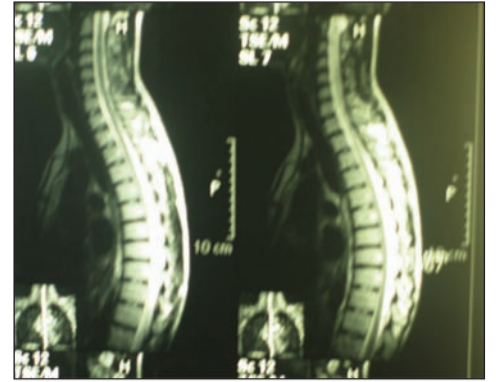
МРТ грудного відділу хребта хворої О. Протокол МРТ-обстеження грудного відділу: субхондральні дегенеративні зміни тіл Th 6-9 і протрузія Th 8-9 до 2,1 мм. Грижа Шморля тіла хребця Th11.
